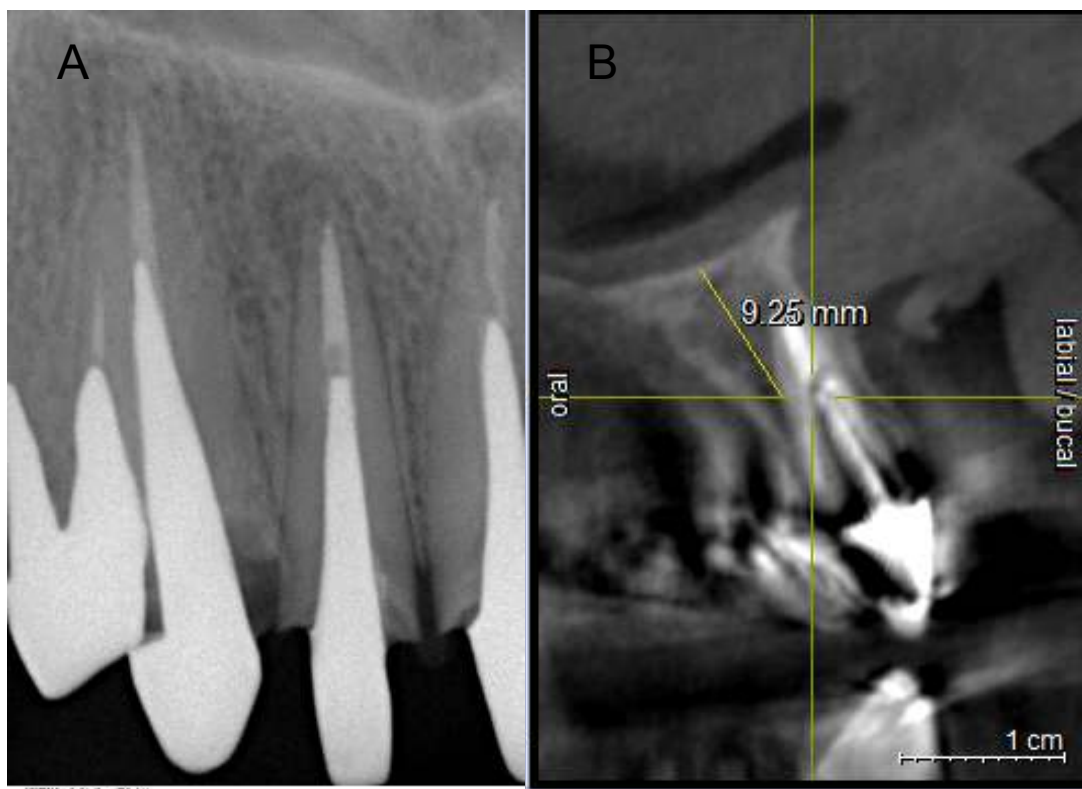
A. Radiografia peripical mostrando a presença de lesão no peiápice do dente 12;
